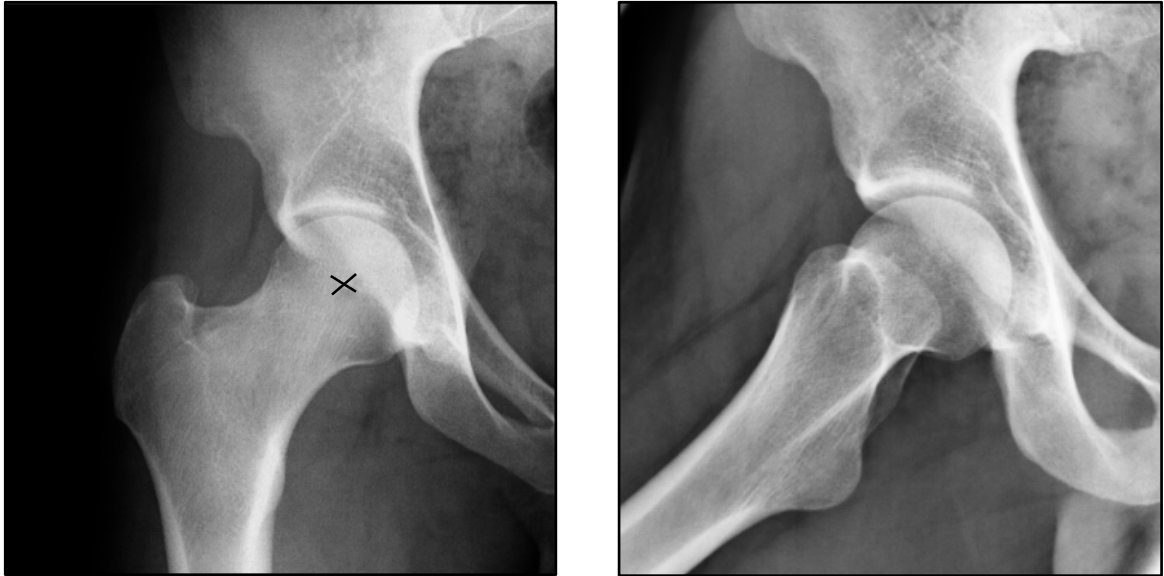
Radiografía que muestra el signo del lazo.
